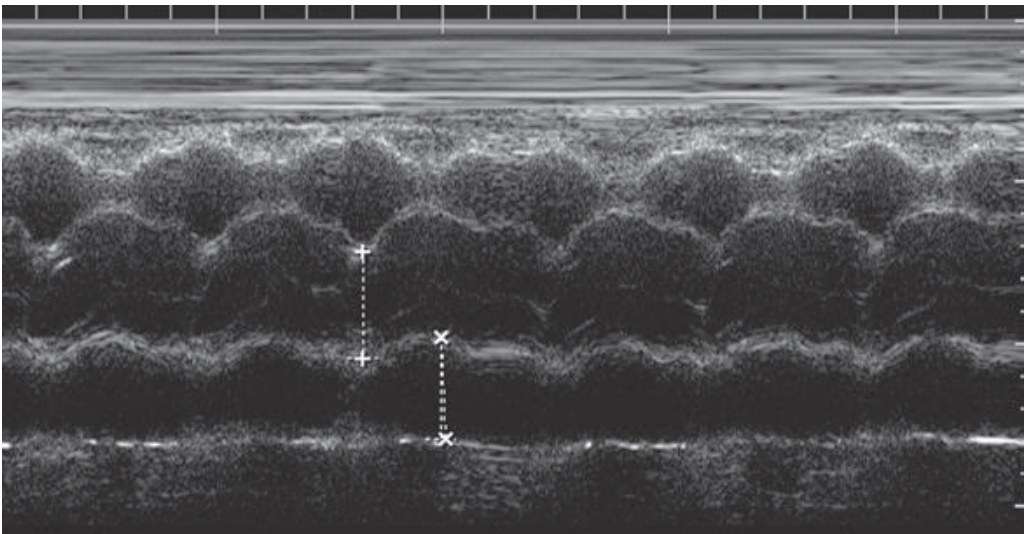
Ecocardiograma transtorácico
